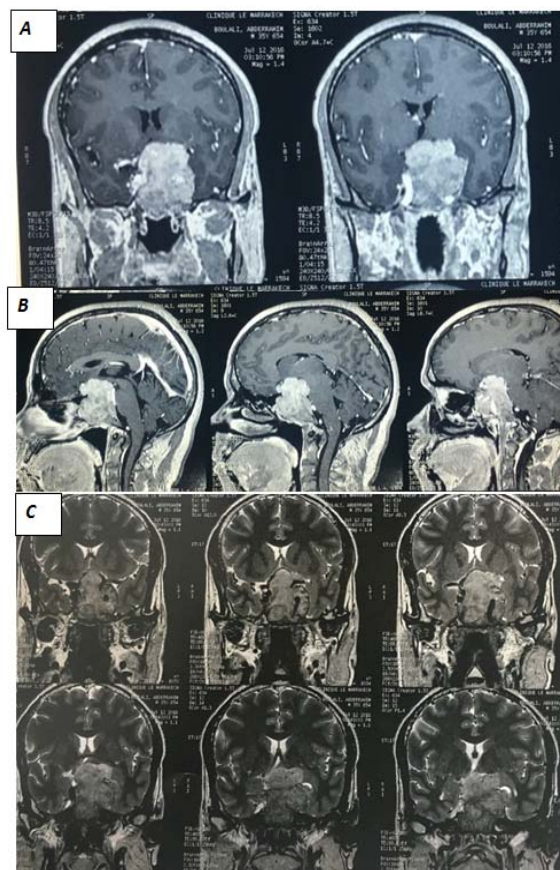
IRM séquence pondérale T1 avec injection de Gadolinium en coupe axiale ( A ) , coronale ( B ) et sagittale ( C ) qui objective une lésion sellaire avec prolongement suprasellaire arrondi bien limité qui prend le contraste de façon hétéronogène comprimant le chiasma optique en haut et le tronc cérébral en arrière
